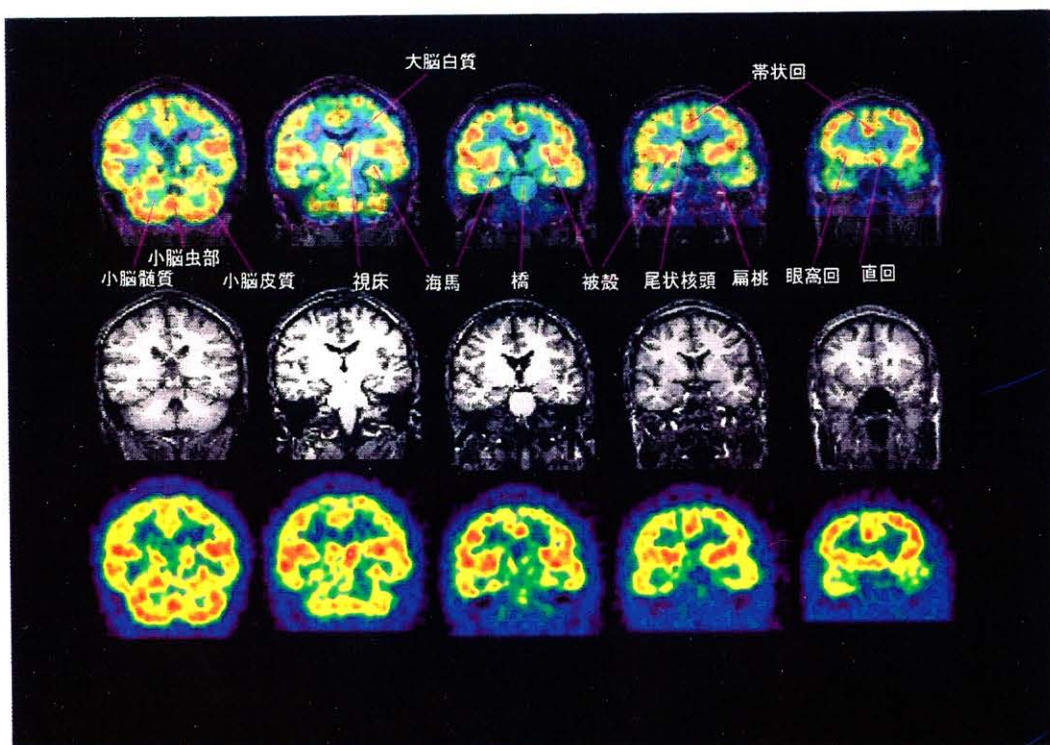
b. 正常者における脳血流 SPECT と MRI の T1 強調画像の冠状断像と機能解剖図譜.
